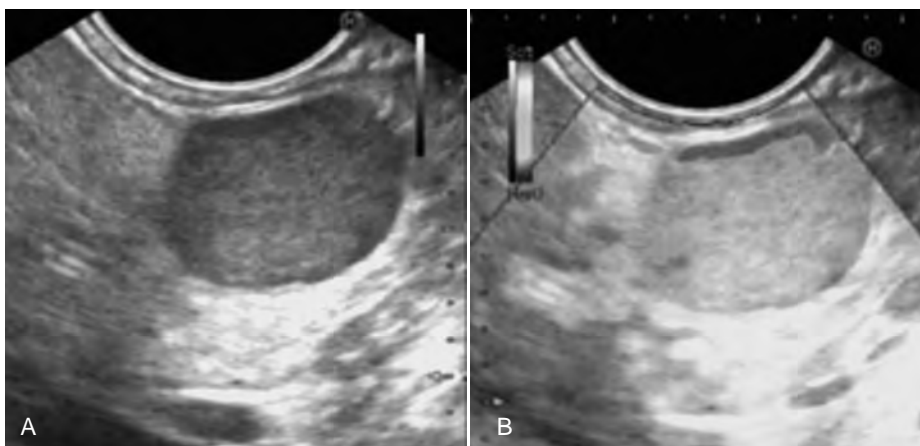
A. Ultrasonido endoscópico que identifica una lesión de 14 x 15 mm, hiperecólica y homogénea en el cuerpo de páncreas. B. Ultrasonido endoscópico con elastografía cualitativa en tiempo real con consistencia blanda y biopsia por aspiración con aguja fina confirmatoria de insulinoma.
